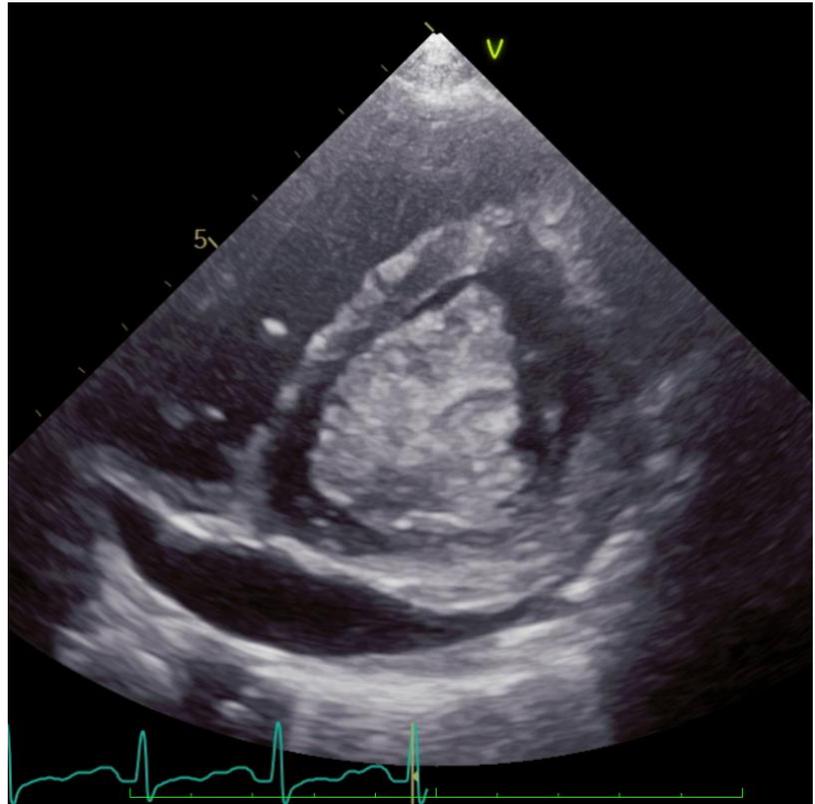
Imagen de ecocardiografía transtorácica en Eje paraesternal corto, vista a nivel de músculos papilares, donde se observa una imagen de masa intracardiaca, homogénea, localizada en ventrículo izquierdo, que abarca parte del septum interventricular y pared del ventrículo, correspondiente a un rabiomioma.
